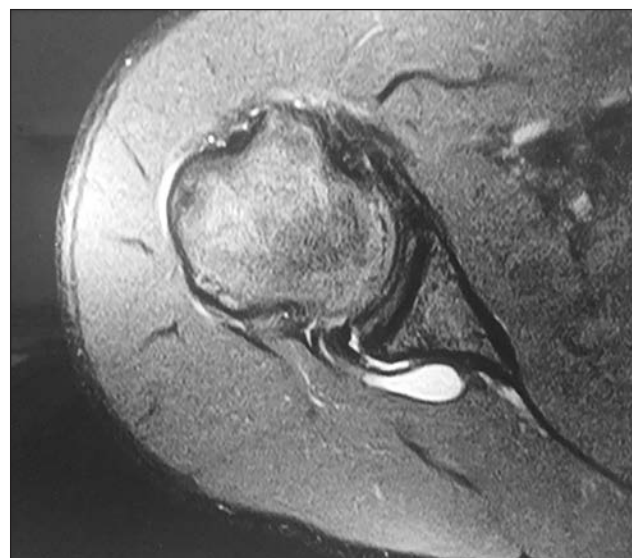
МРТ Лабральная киста в задне-верхнем отделе плечевого сустава
